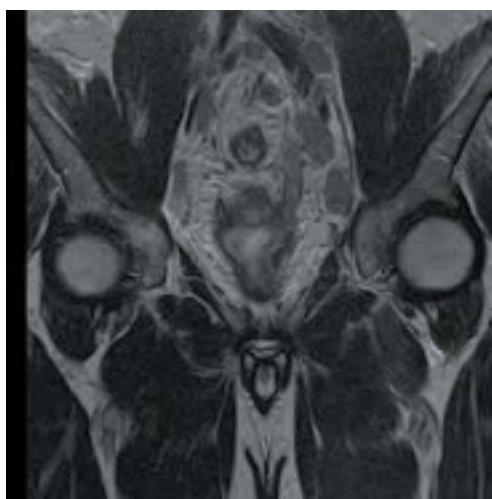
Магнитно-резонансная томография органов мочевыделительной системы
